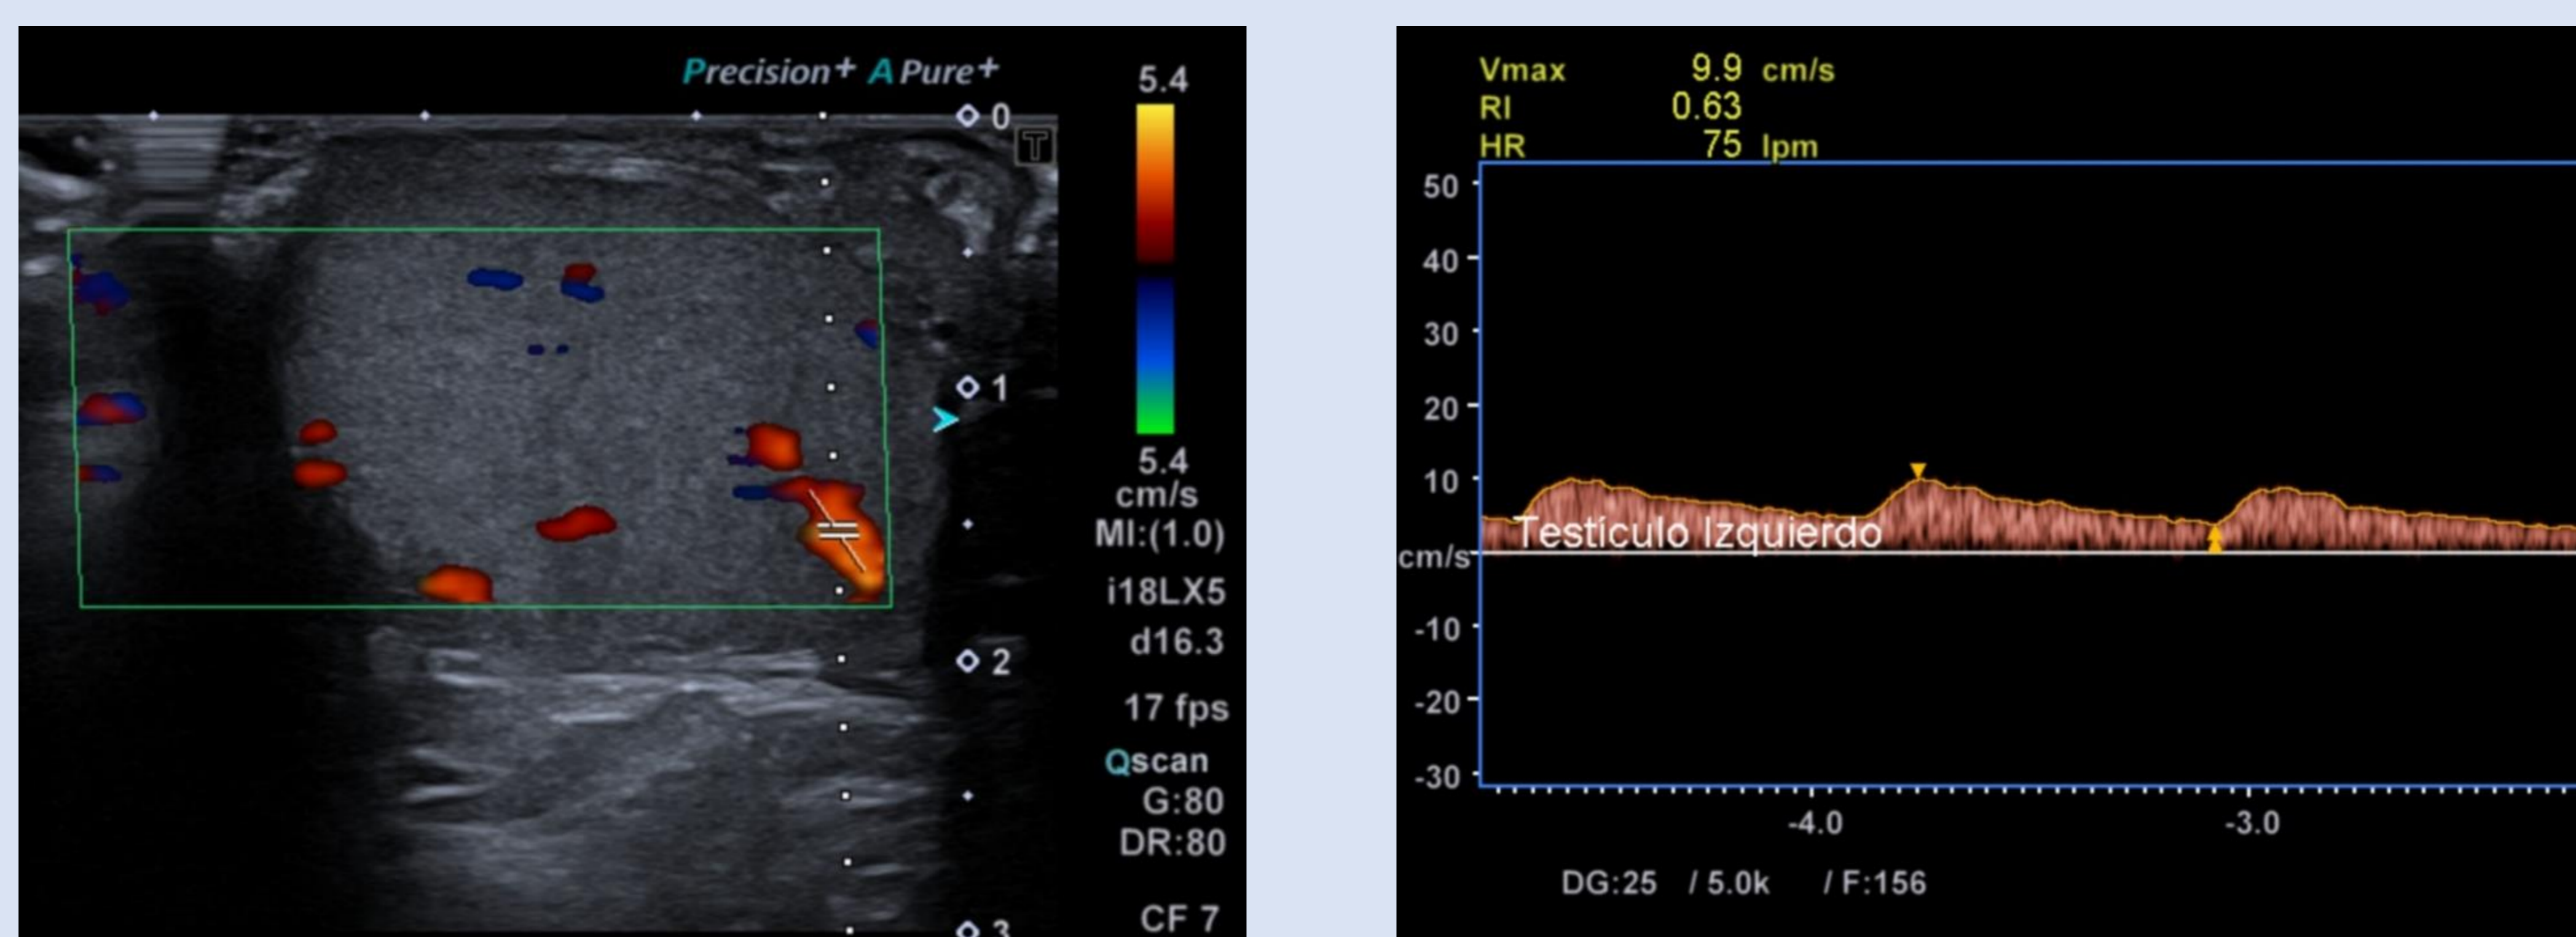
Vascularización testicular normal. Estudio Doppler-color y pulsado de la vascularización intratesticular: patrón de onda de baja resistencia arterial (índice de resistencia entre 0,5-0,7).
